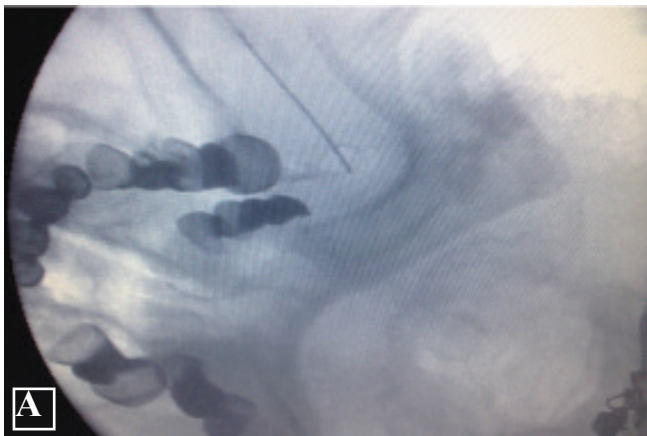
Рентгенограма голови хворого під час виконання ЧРСР. Електрод у проекції овального отвору (А) та вузла ТН (Б).
